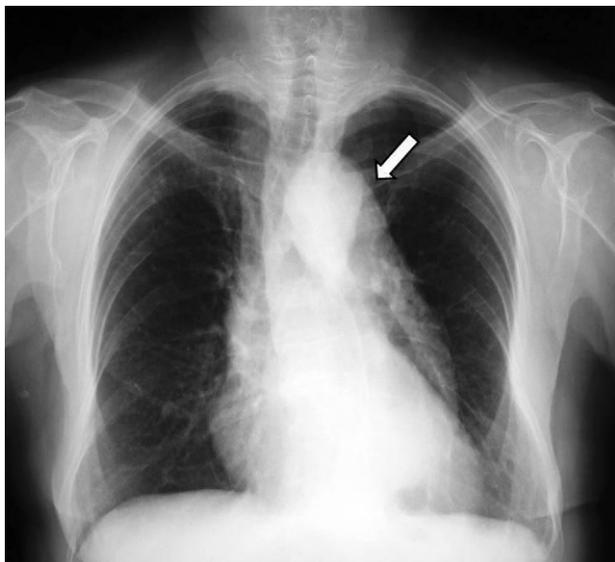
Radiografía postero-anterior de tórax donde se visualiza una dilatación de la aorta torácica. Fuente: elaboración propia.
